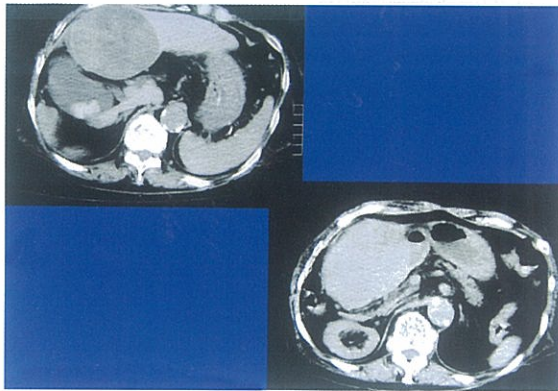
(症例1); 再入院時の腹部CT
